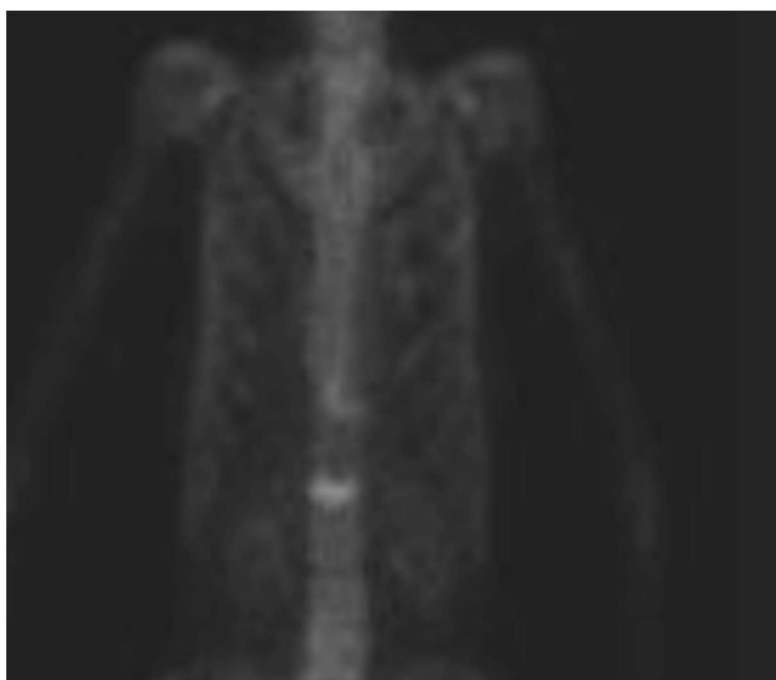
image scintigraphique objectivant une hyperfixation de L1 et D10.
